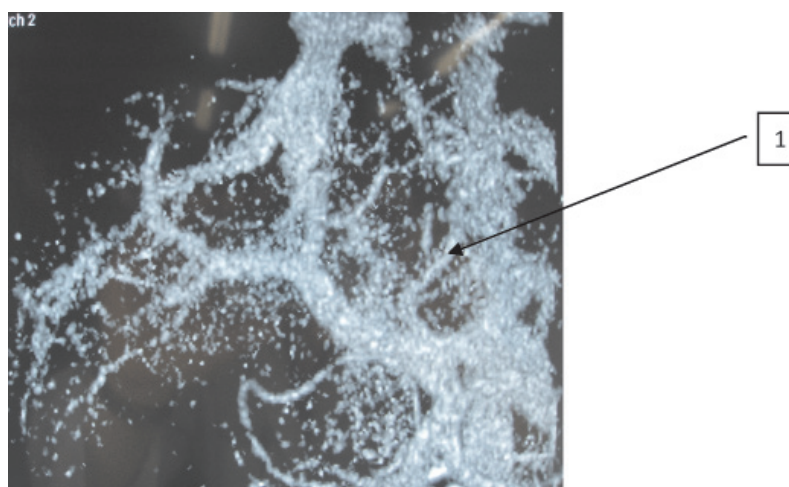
Пациентка К., 54 лет. СКТ-ангиография, 3D-реконструкция. 1 – ЛЖВ
